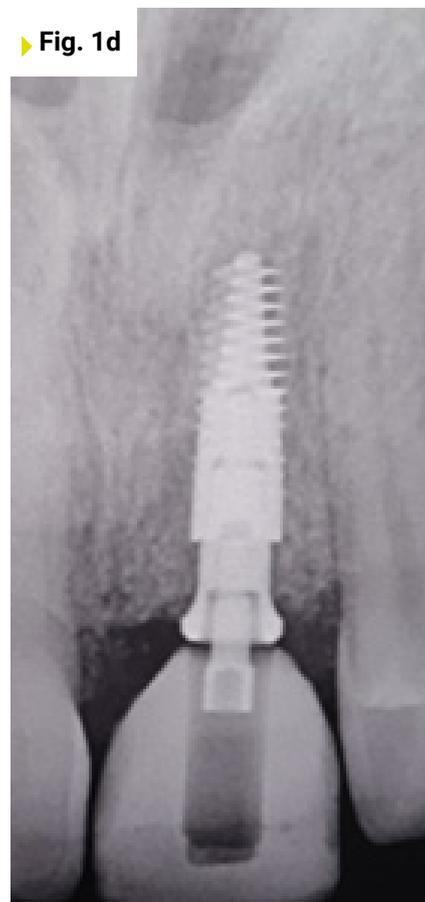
X-Ray after implant placement
